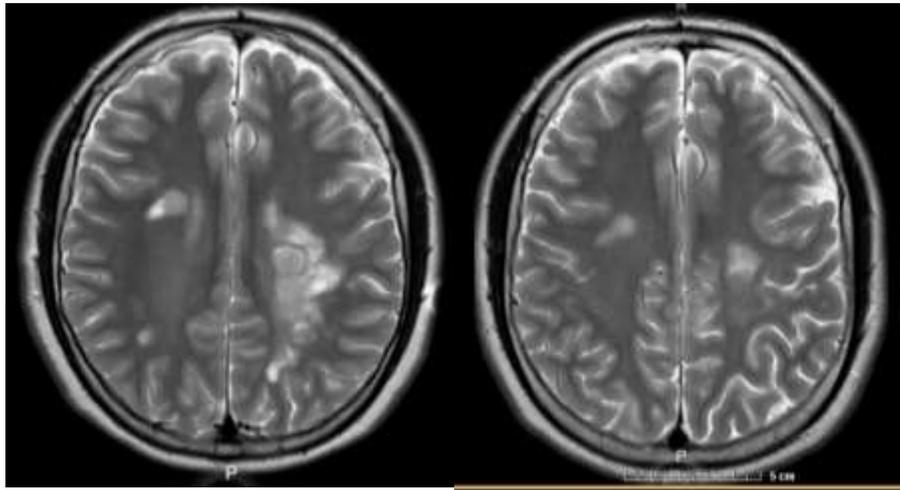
Imágenes por RM en la parte superior secuencias T2 FLAIR pre y post infusión de rituximab en donde se observa disminución importante del tamaño y número de lesiones. En la parte inferior T1 contrastado de otro paciente en donde se muestra disminución en su totalidad de las lesiones captantes de gadolinio posterior al uso de rituximab.
